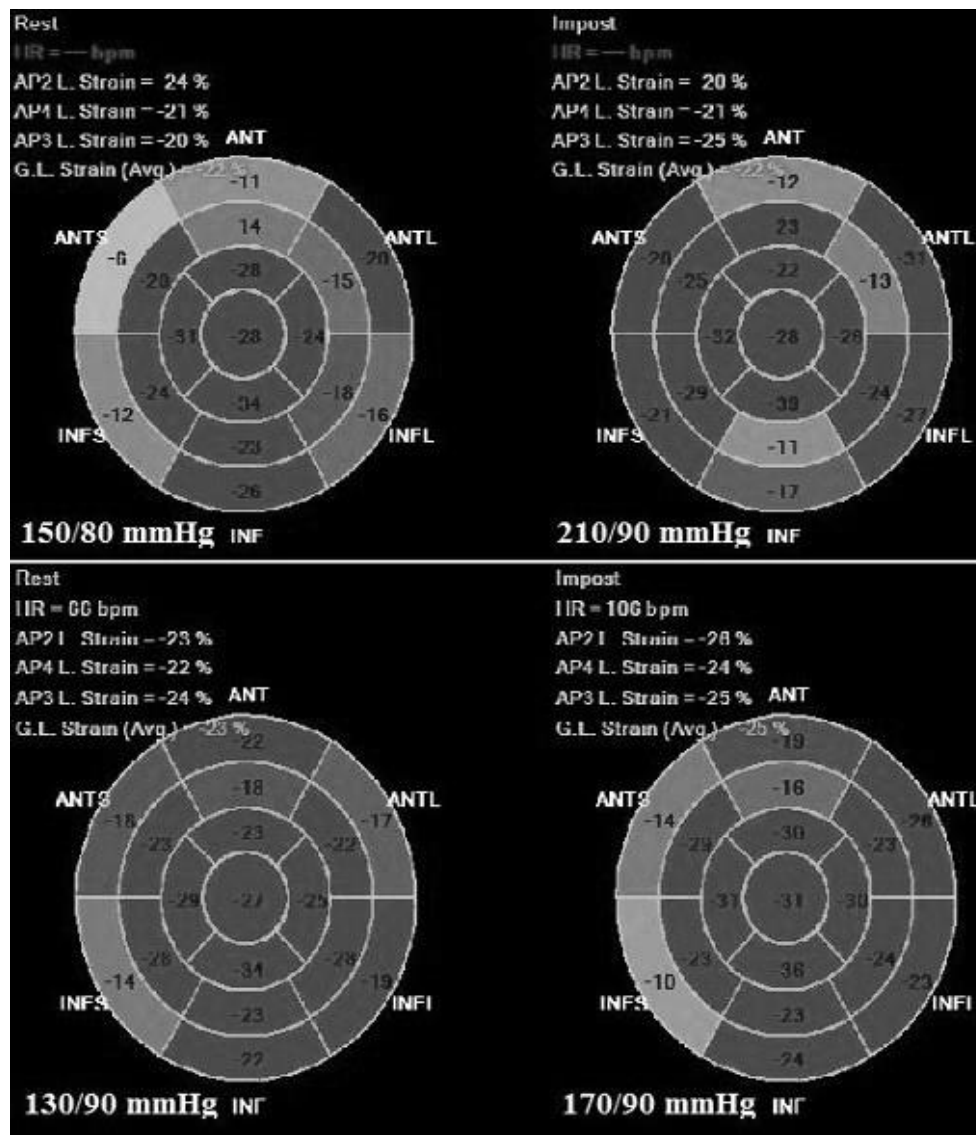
Улучшение глобальной продольной деформации при стресс-эхокардиографии на тредмиле у пациента с артериальной гипертензией и гипертензивной реакцией на нагрузку
